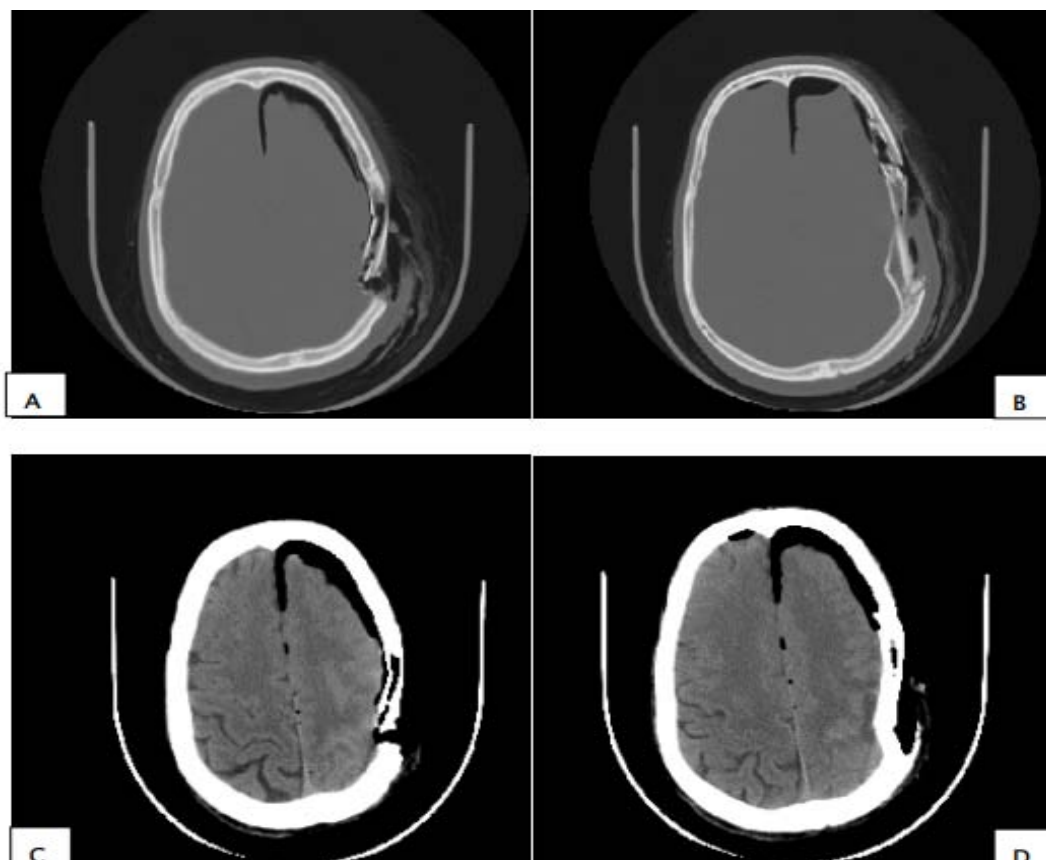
TDM cérébrale en coupes axiales, fenêtres osseuse
